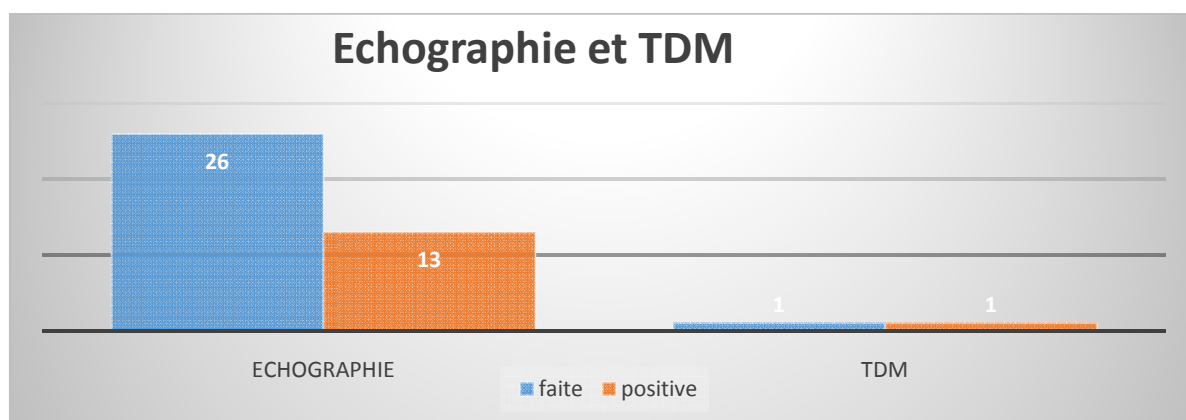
échographie et TDM
